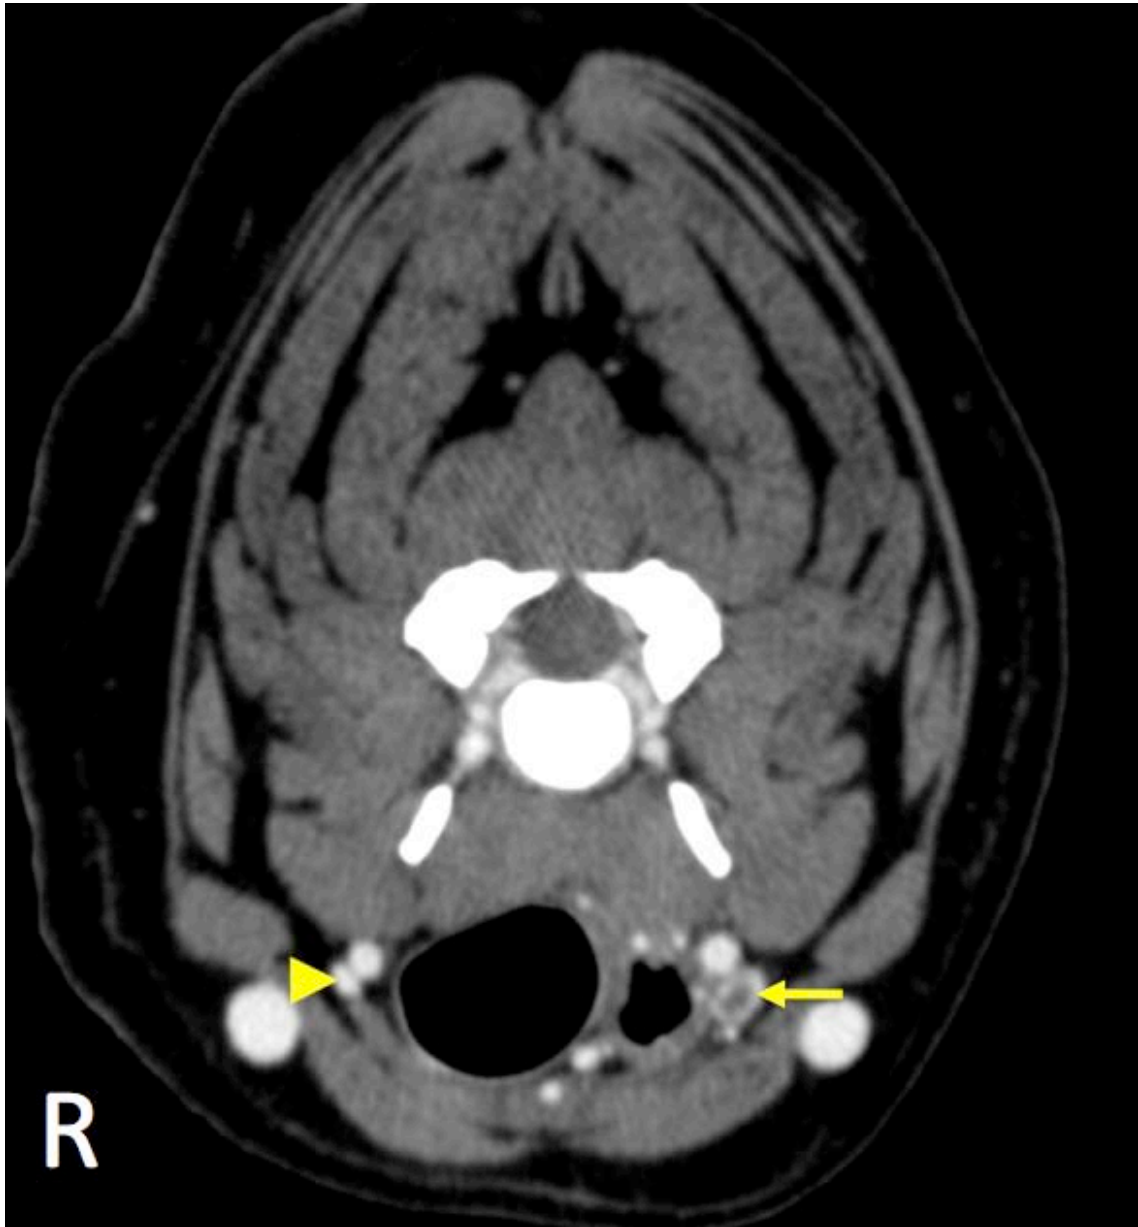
内頸静脈の拡張および腫瘍の内頸静脈内伸展 (←) と正常な内頸静脈 (◄) を示す CT 画像 (R は症例の右側)。
